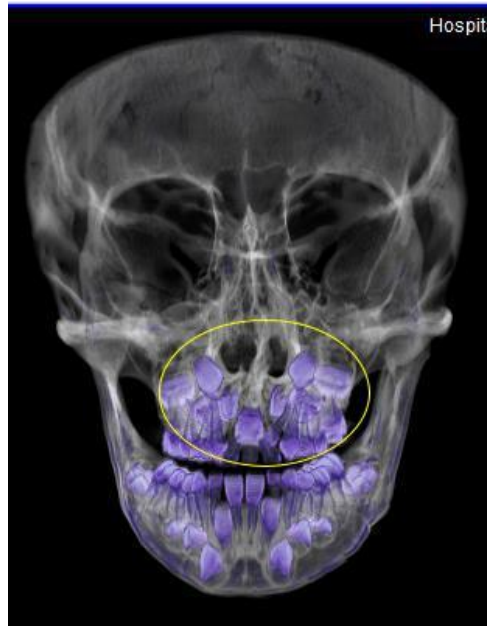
Vista 3D Cone beam. Cortesía CAILPH.
